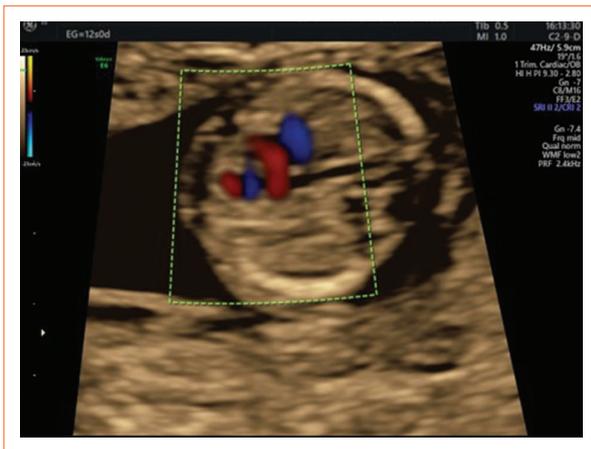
Aplicando el Doppler color se puede apreciar cardiopatía asociada, tratándose de una comunicación interventricular.
